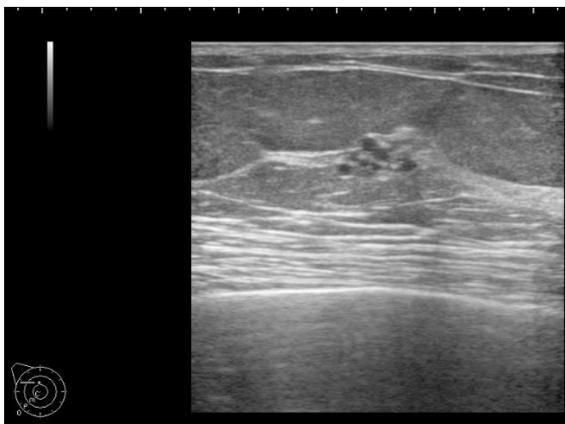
多発小嚢胞（小嚢胞集簇）：小嚢胞内に点状高エコーが認められ、flat low papillary DCIS が19×6×36mm の範囲に存在し、背景にアポクリン化による乳腺症が認められた。
